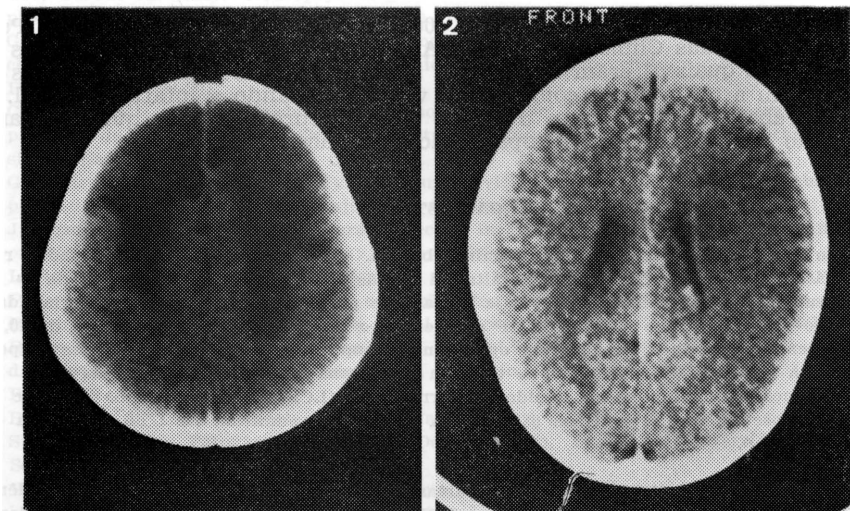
Caso 3, KSA. TC mostra áreas hipodensas frontais.
